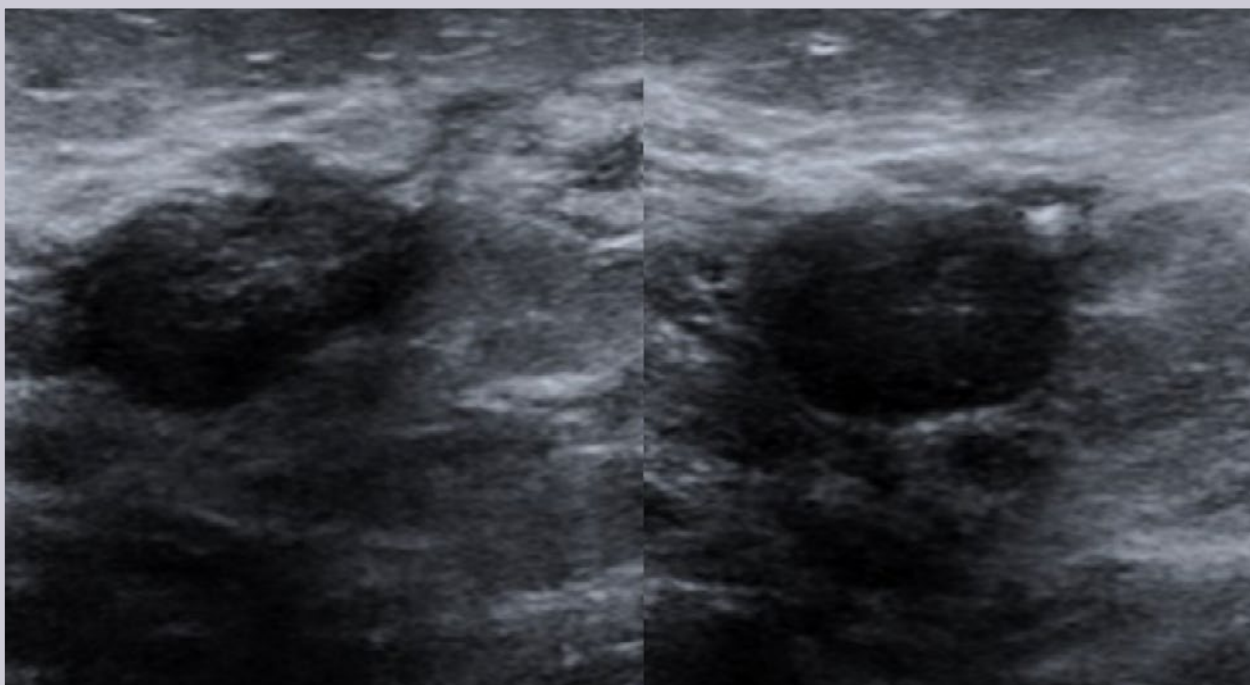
Masa quística y sólida compleja. Ultrasonido en escala de grises que muestra un nódulo ovalado de contornos irregulares y ecotextura mixta por componente sólido y quístico, la cual proyecta sombra acústica.
